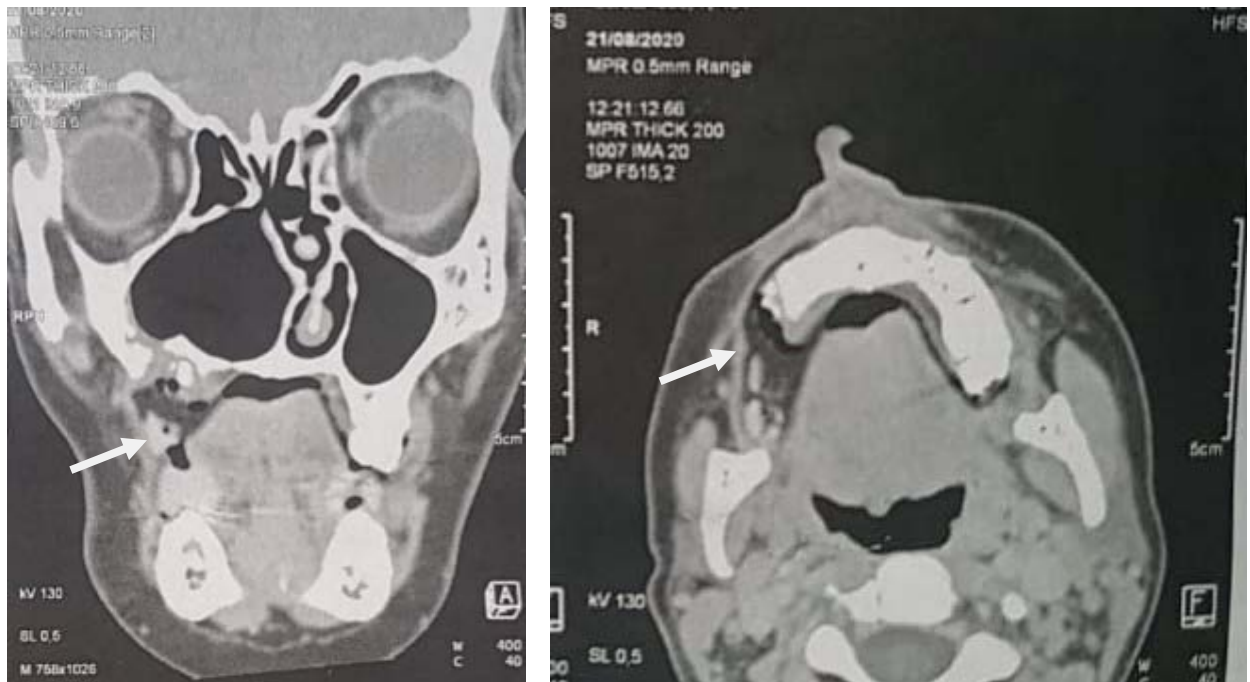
TDM faciale en coupe coronale et axiale : lésion ostéolytique du maxillaire droit avec une légère sinusite maxillaire
